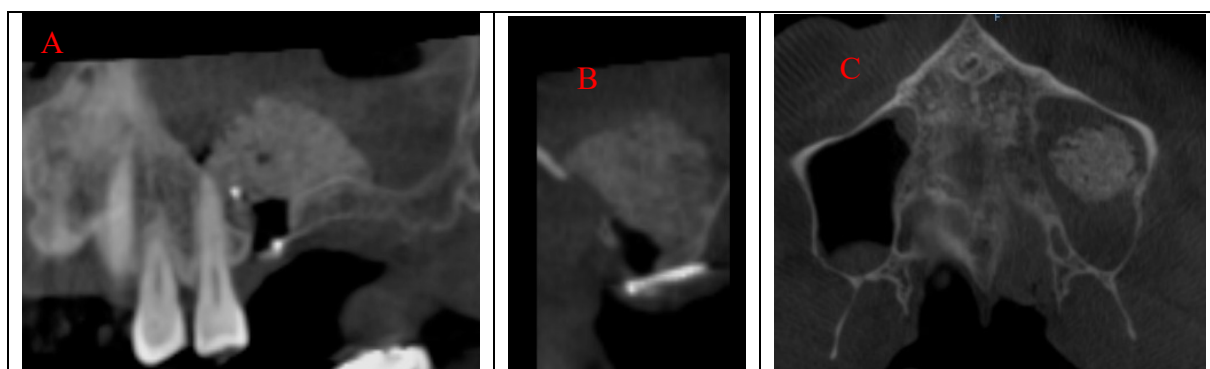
Pós-operatório imediato. CBCT: A- Corte Coronal-Panorâmico. B-Corte Coronal. C-Corte Axial
